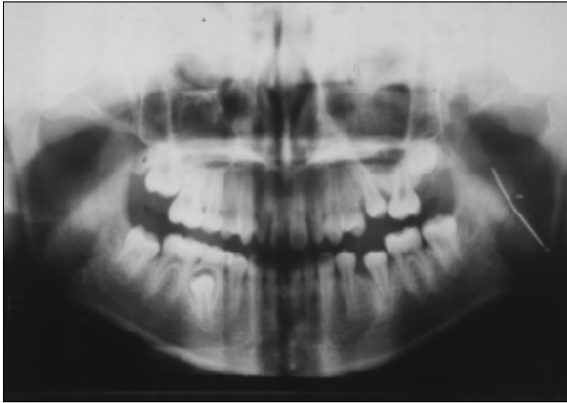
증례1에서 바늘모양의 방사선 불투과성물체가 보이는 사진.
